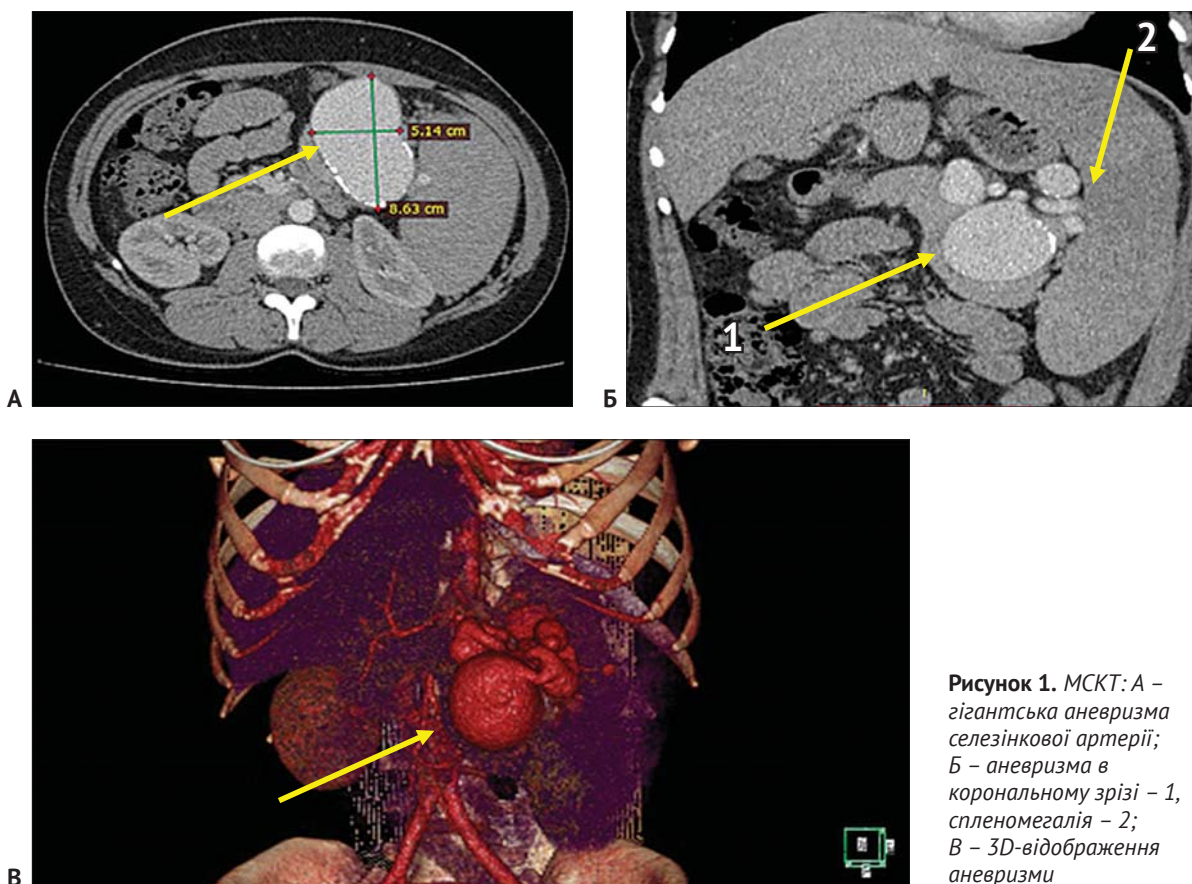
МСКТ: А – гігантська аневризма селезінкової артерії; Б – аневризма в корональному зрізі – 1, спленомегалія – 2; В – 3D-відображення аневризми
